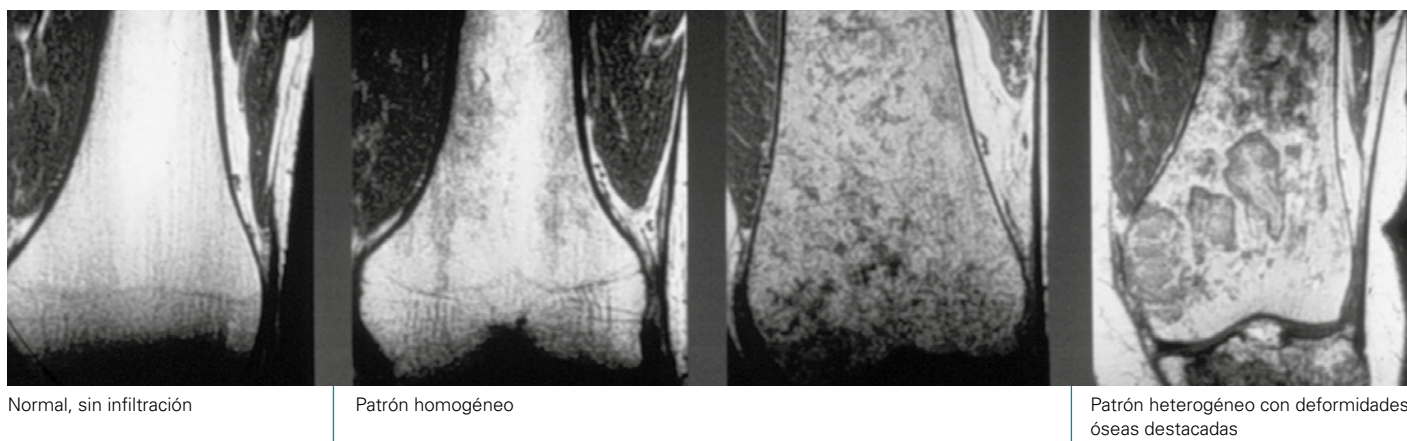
Patrones de infiltración de células de Gaucher en la médula ósea observados mediante RM (región distal del fémur)
